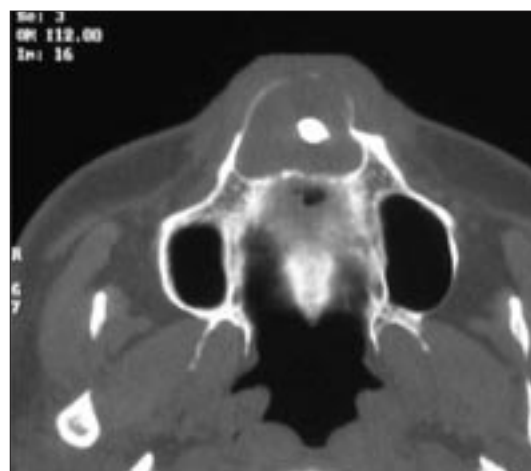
Пациент Л. Компьютерная томограмма. Определяется обширное кистозное образование во фронтальном отделе верхней челюсти, резорбция вестибулярной кортикальной пластинки, выявлен ретенированный сверхкомплектный зуб.
